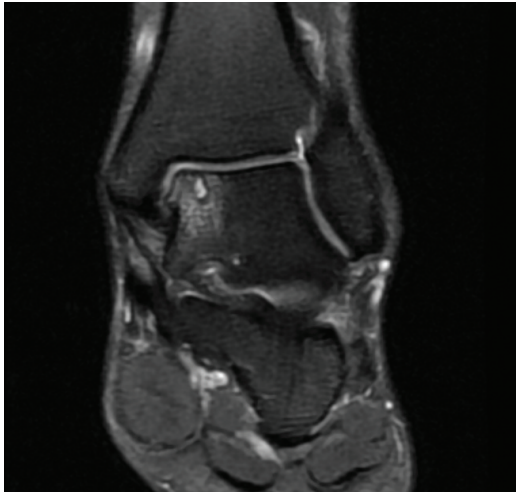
Coronal view of left ankle MRI T2 Weighted Fat suppressed MRI image shows high signal intensity area at posteromedial lesion
